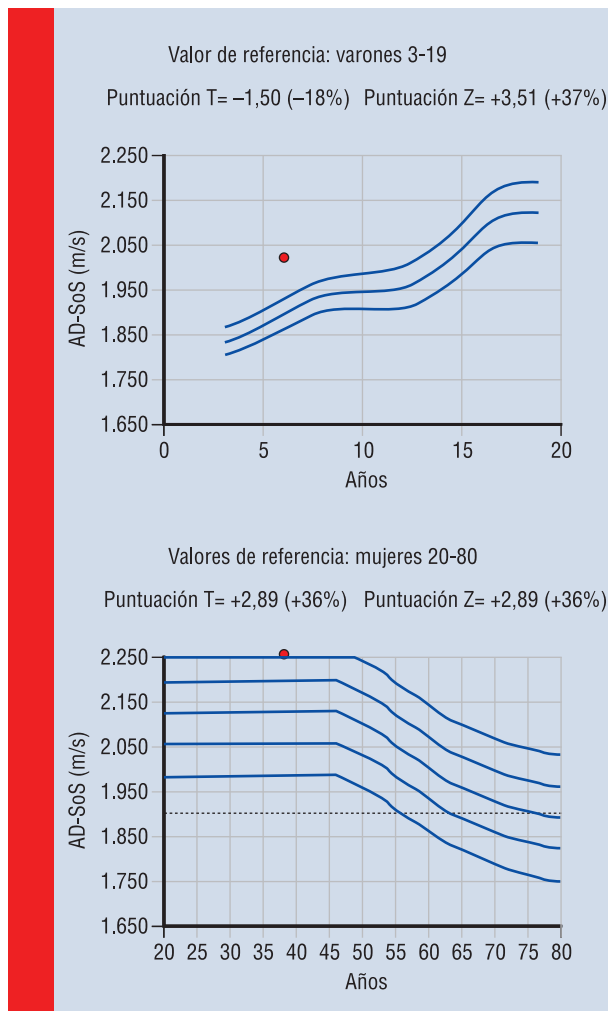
Densitometría ósea por ultrasonidos del paciente (arriba) y de la madre (abajo)
